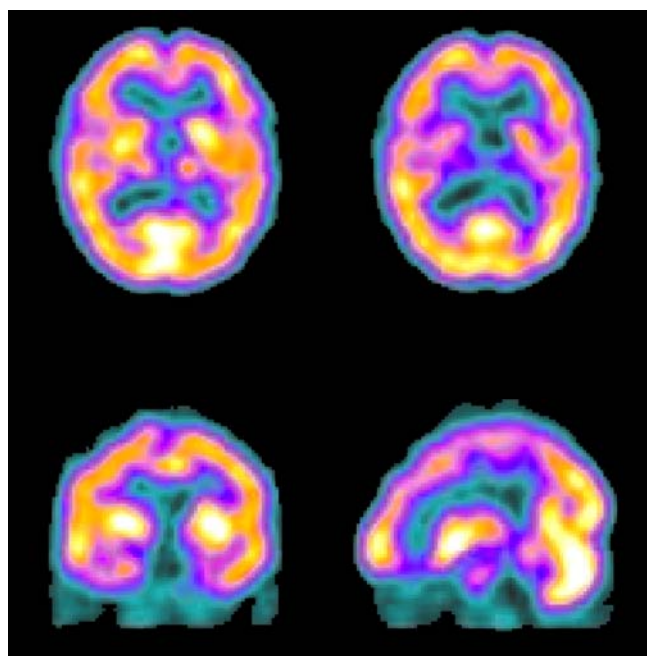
Imágenes cerebrales de SPECT con diagnóstico de normalidad. Fuente: Revista de la Sociedad Uruguaya de Biología y Medicina Nuclear.
